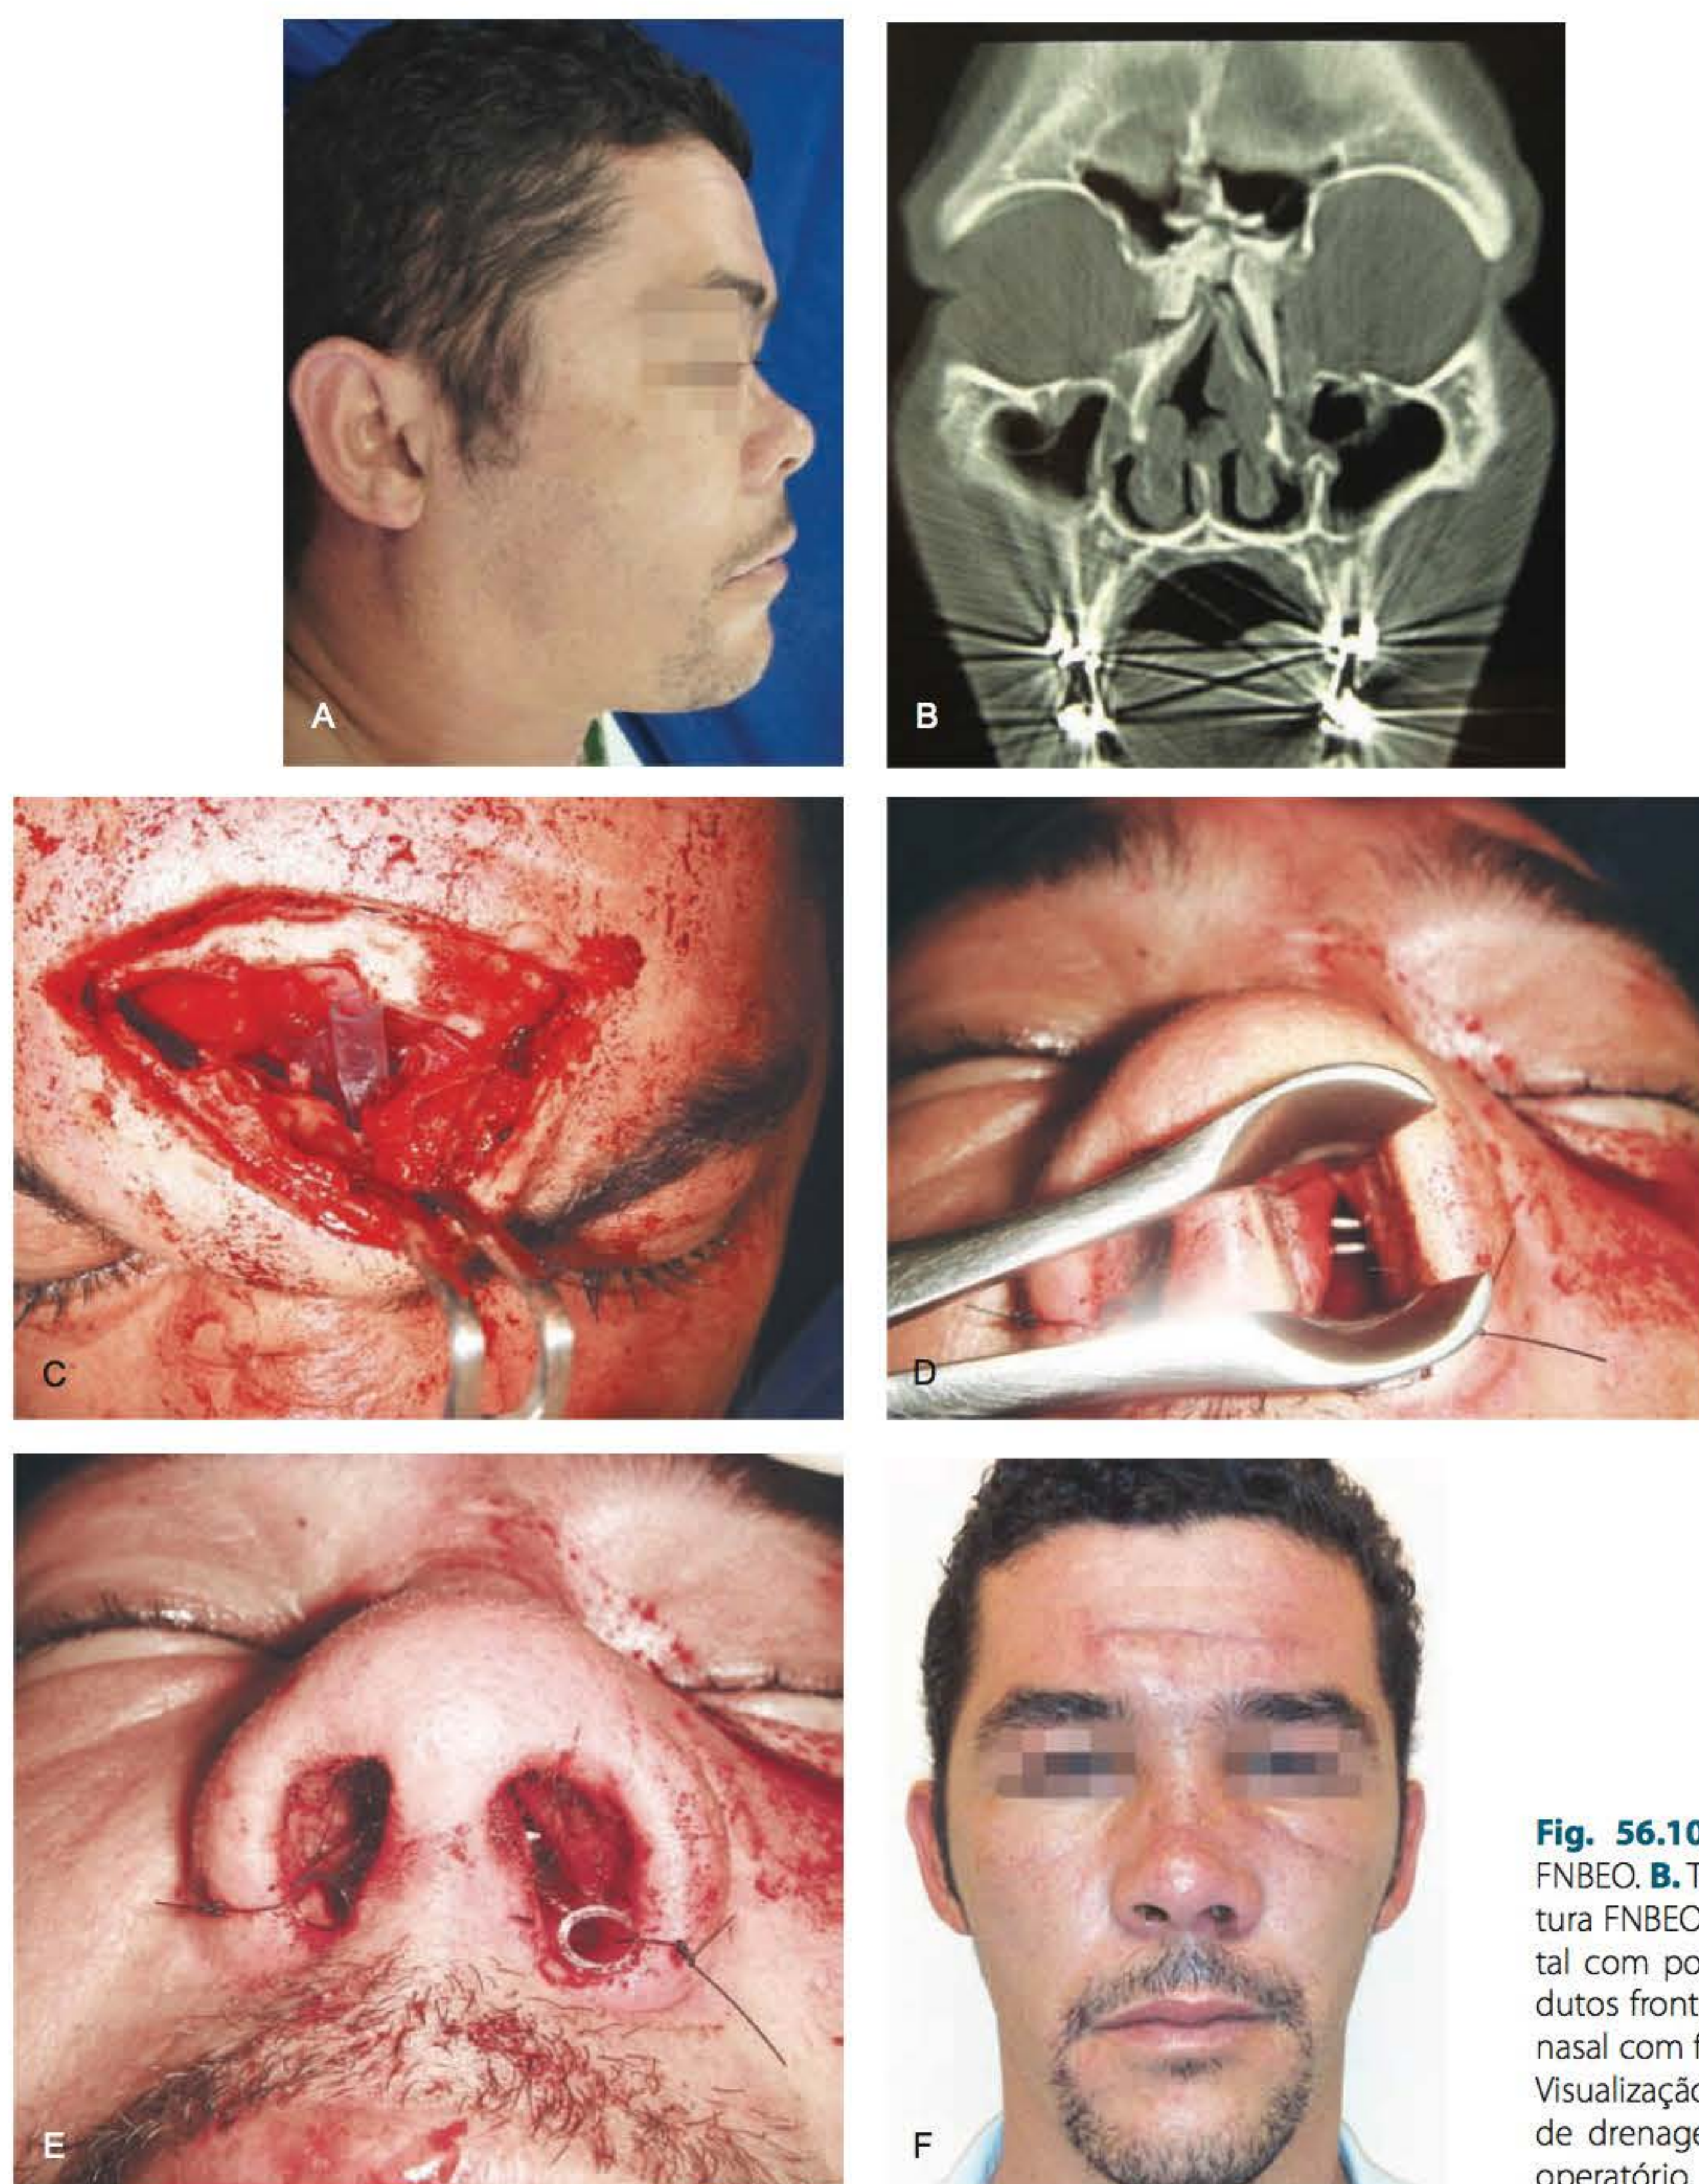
► A. Sequela de fratura FNBEO. B. Tomografia evidenciando fratura FNBEO. C. Exploração de seio frontal com posicionamento de sonda em dutos frontonasais. D. Fixação de septo nasal com fio de Kirschner transnasal. E. Visualização de fio de Kirschner e sonda de drenagem nasal. F. Resultado pós-operatório.
